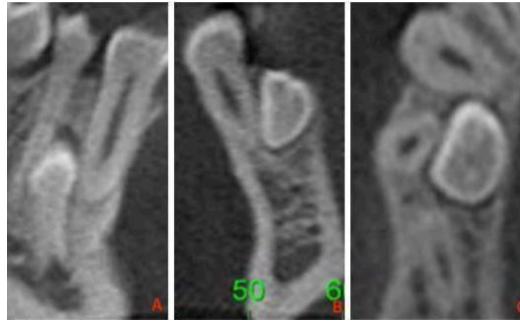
Imágenes obtenidas por CBCT. ⁴⁰
